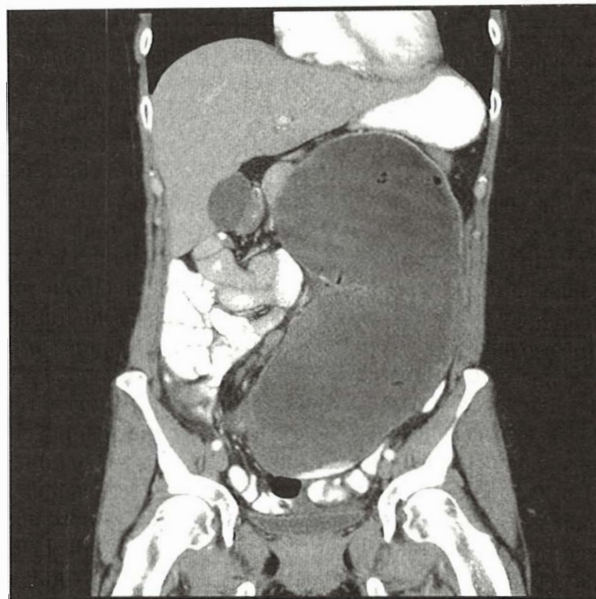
Imagine de tomografie computerizată a volvulusului de cec.
